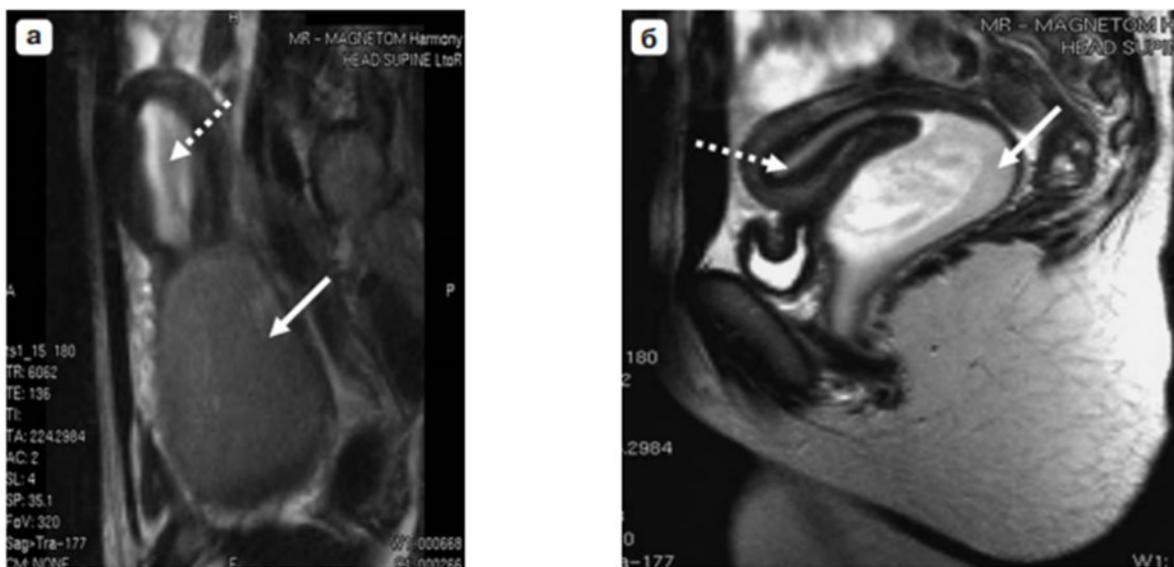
Частичная аплазия влагалища (а – проксимальная, б – дистальная). а, б – сагиттальные МРТомограммы, Т2ВИ: в нижних отделах полости таза в проекции верхних отделов влагалища визуализируется большое образование овоидной формы гетерогенного (а) и гиперинтенсивного (б) МРсигнала – гематокольпос (стрелка), выше – тело матки с расширенной полостью, заполненной кровью – гематометра (пунктирная стрелка). Уточнены топографические особенности матки, уровень и протяженность аплазированной части влагалища.
